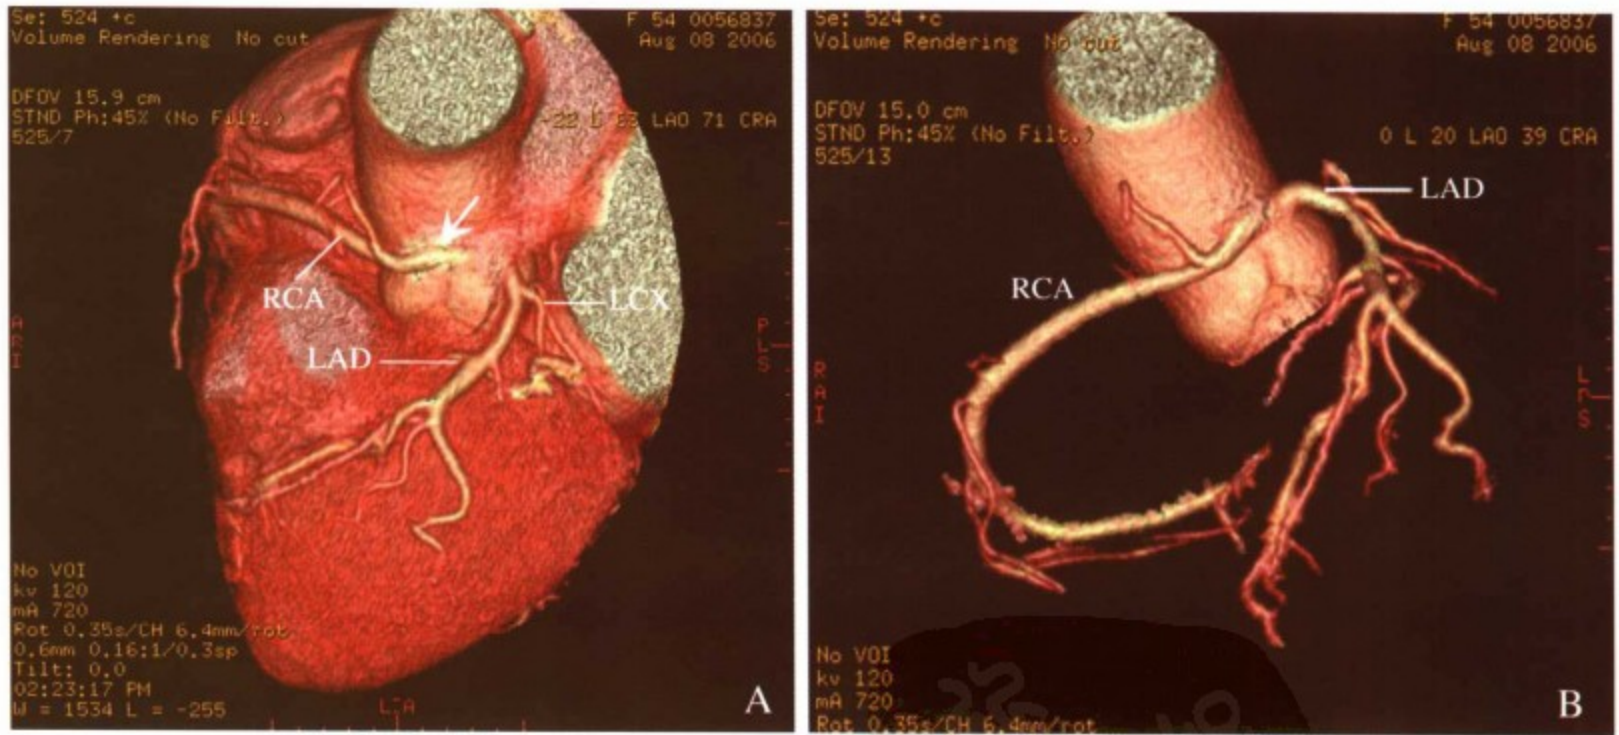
128 层 MSCT 图像显示冠状动脉起源异常; A, VR 重建图像显示右冠状动脉 (RCA) 起源于左冠状动脉窦 (箭头所指), RCA 粗大, 锐角发出后走行于主动脉 (AO) 和肺动脉 (PA) 之间, 前降支 (LAD) 和回旋支 (LCX) 走行正常; B, 同一患者的 128 层螺旋 CT 显示的血管树
